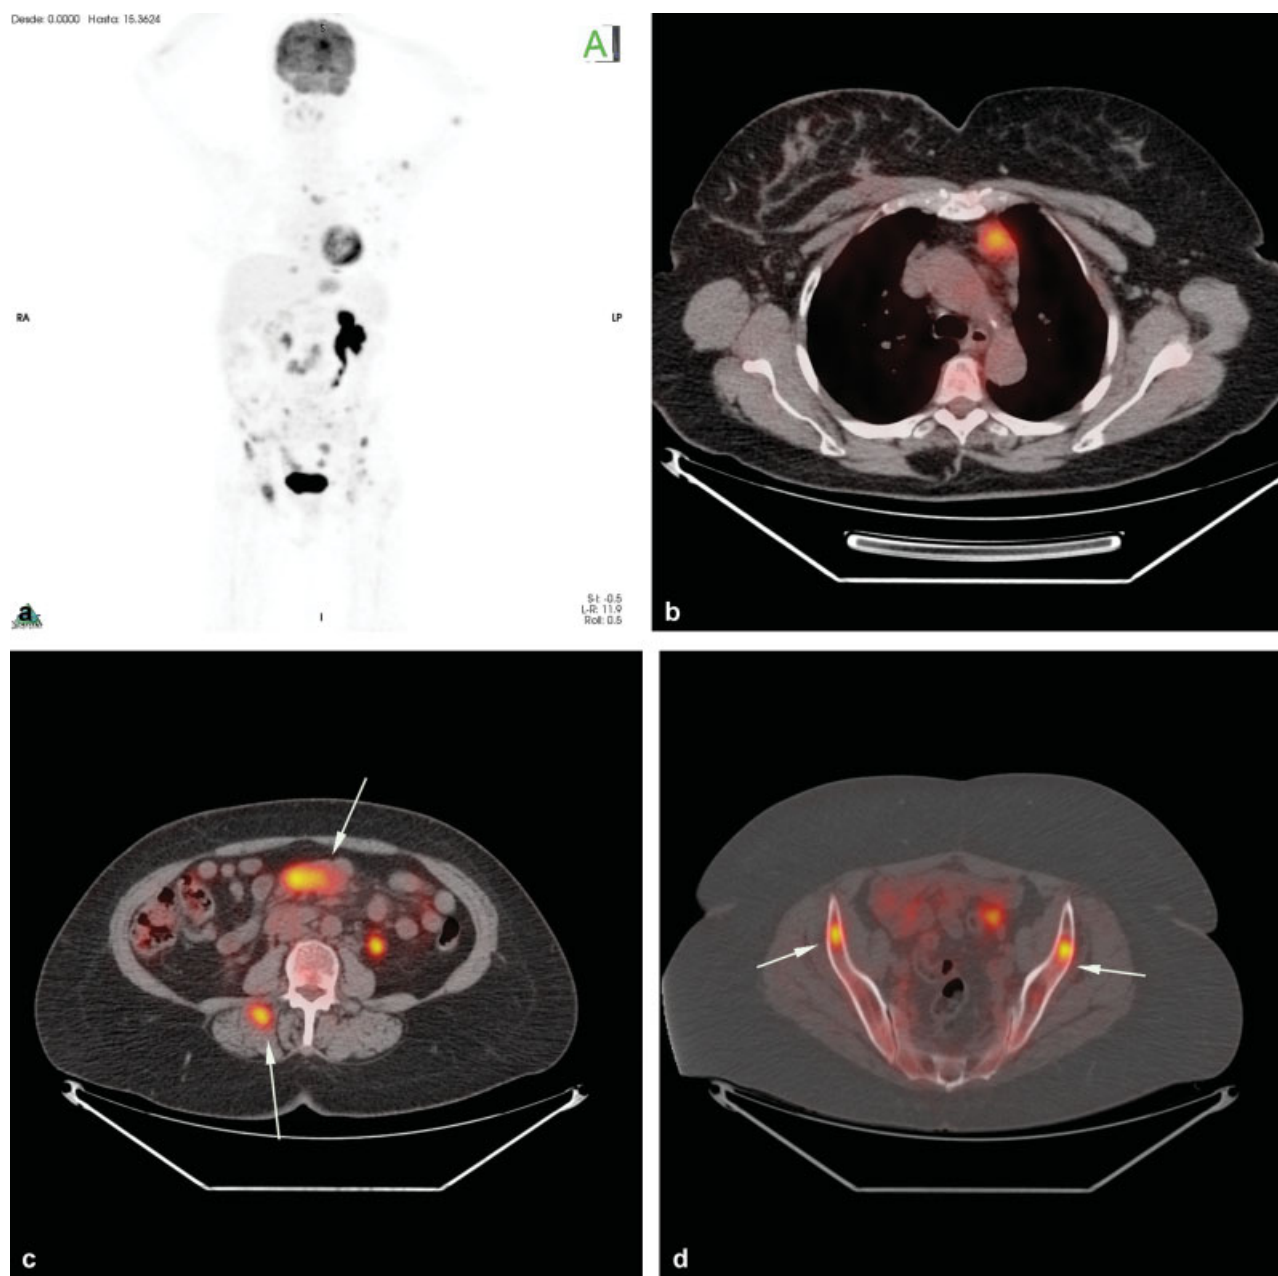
Mujer de 67 años con cáncer de mama, mastectomía conservadora y radioterapia (RT). Conglomerado ganglionar abdominal por TC. Se realiza 18 F-FDG PET/TC para re-estadificación. Se observan múltiples lesiones hipermetabólicas en territorios ganglionares supra e infradiafragmáticos, óseos y musculares que sugieren enfermedad linfoproliferativa, por lo que se recomienda confirmación histológica. Biopsia: LNH folicular grado 3A. (a) Imagen MIP del PET. (b) Fusión plano axial masa mediastinal. (c) Fusión plano axial masa mesentérica y muscular paravertebral. (d) Fusión ventana ósea: lesiones óseas hipermetabólicas.
